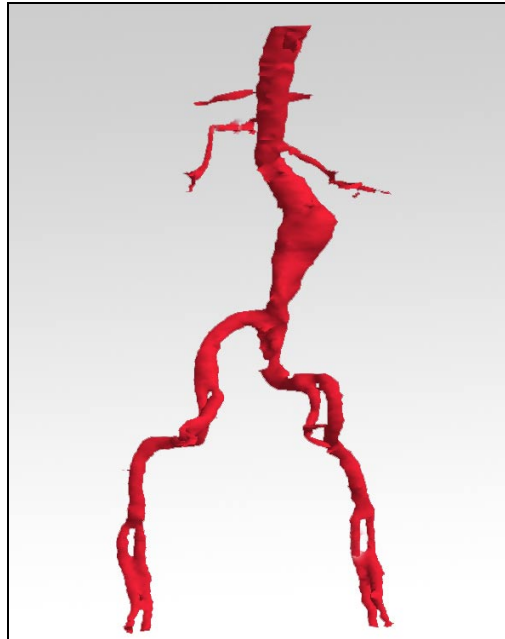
Modèle issu d'une reconstruction tridimensionnelle à partir d'images CT*
